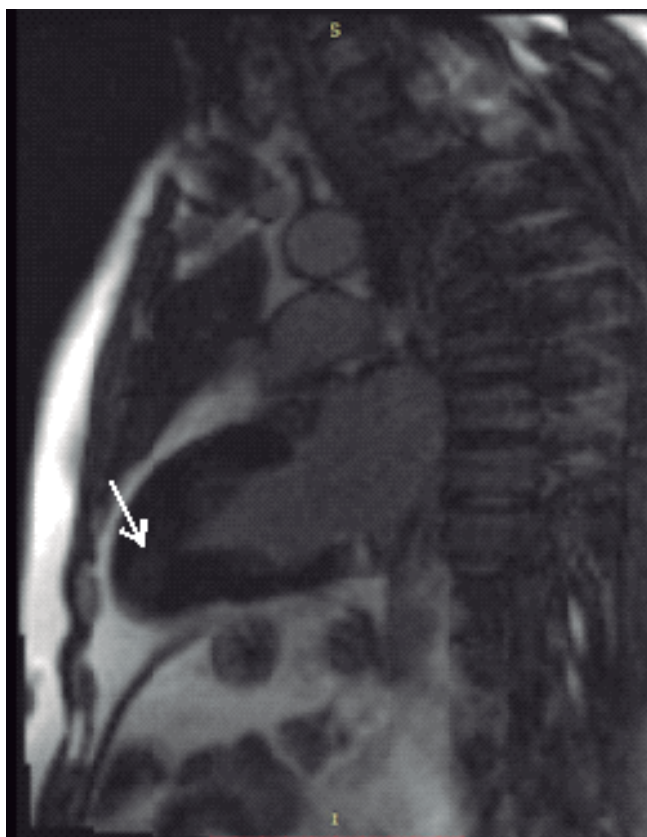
МРТ сердца с гадолинием, 2017г. Слева стрелкой показано интрамиокардиальное накопление гадолиния.
